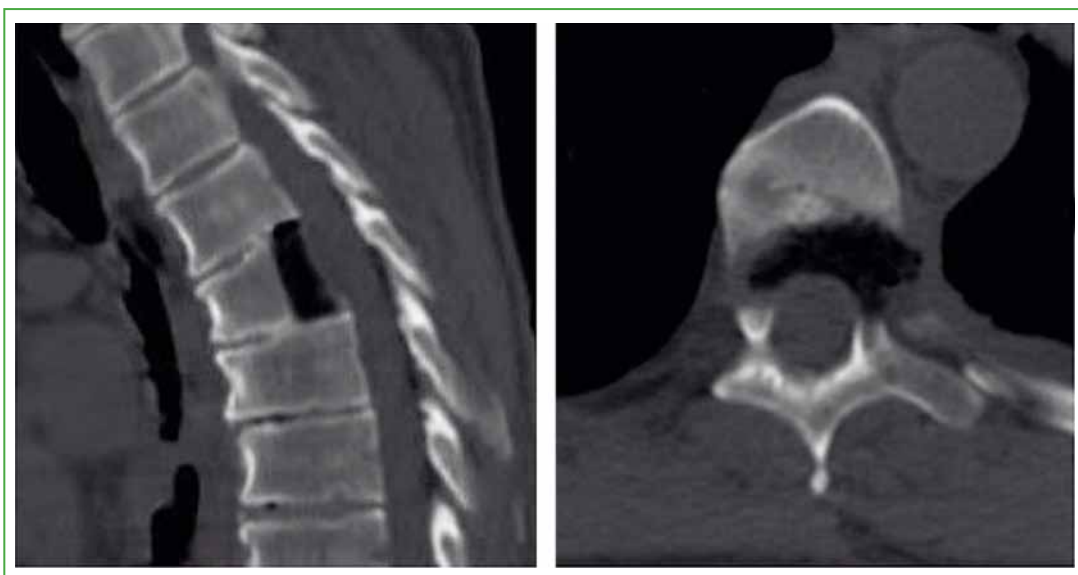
Tomografía computarizada posoperatoria. Se observa una descompresión amplia, con una corpectomía parcial posterior.
